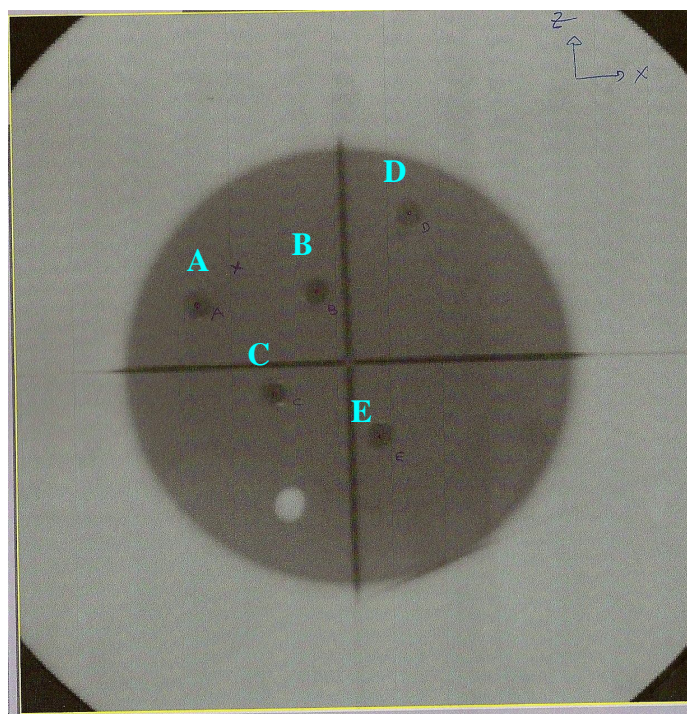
Visualização do fantoma em radiografia.
